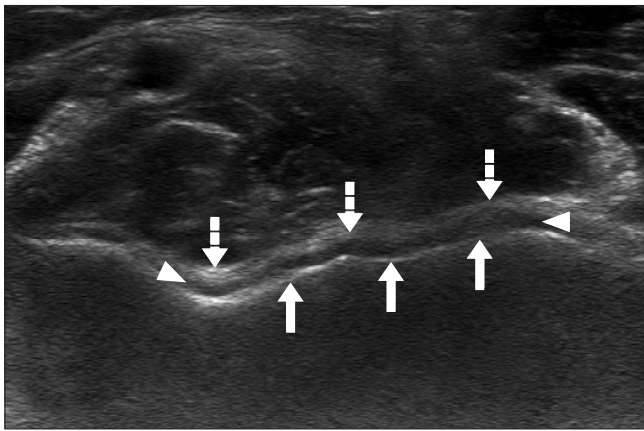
Short axis ultrasonography image of the anterior elbow joint shows a superficial echogenic layer (dashed arrows) related to an acoustical impedance mismatch between cartilage (solid) and adjacent fluid (water), an intermediate hypoechoic band (arrowheads) due to the hyaline cartilage and a deep echogenic layer at the cartilage-subchondral bone interface (arrows).
